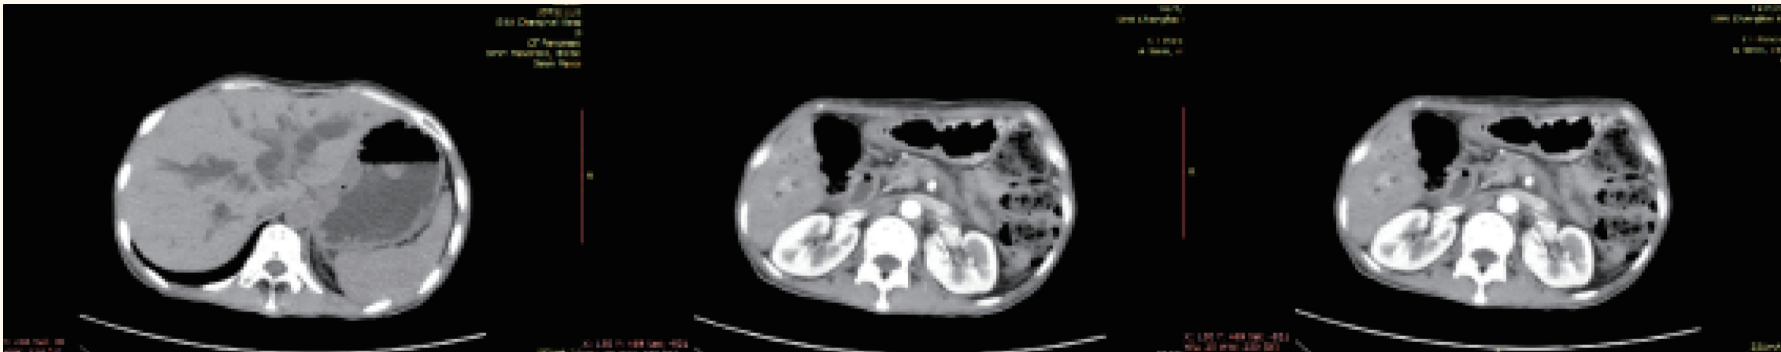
2020 年 6 月胰腺 CT 平扫 + 增强提示胰腺形态不规则, 胰腺体部见不规则低密度软组织肿块, 边界不清
